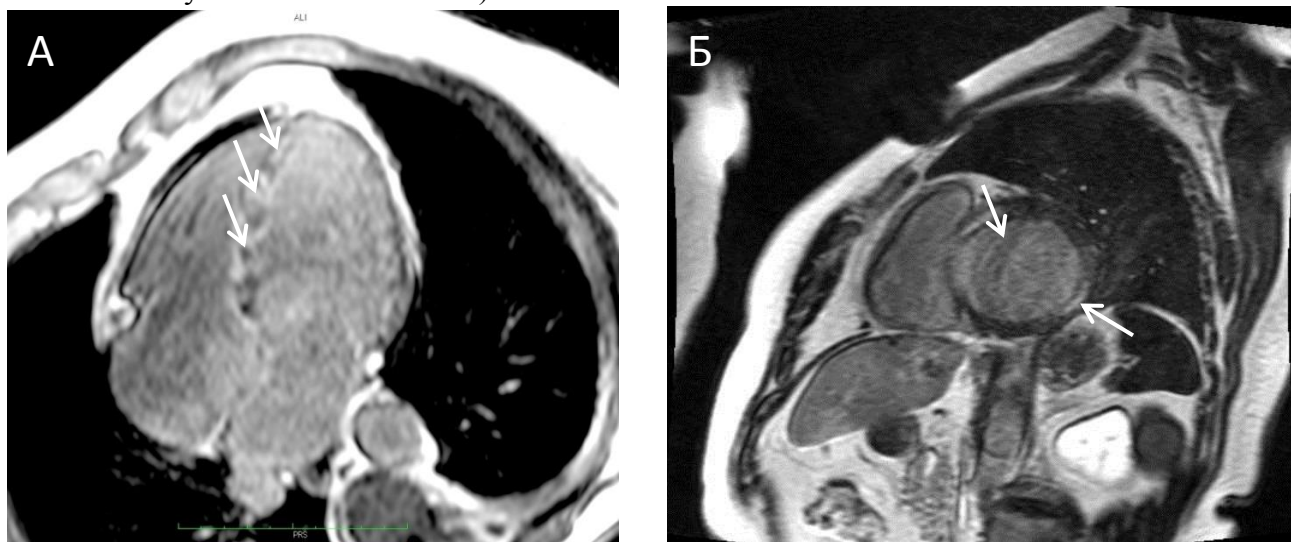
МРТ-срезы желудочков оси (градиентная последовательность инверсия-восстановление через 15 минут после введения парамагнетика). А – срез по длинной оси, диффузное включение контрастного препарата в области МЖП ЛЖ, (указано стрелками). Б – срез по короткой оси, очаговое включение контрастного препарата в толщу миокарда в области МЖП и боковой стенки ЛЖ, свидетельствующие о рубцовых изменениях.
